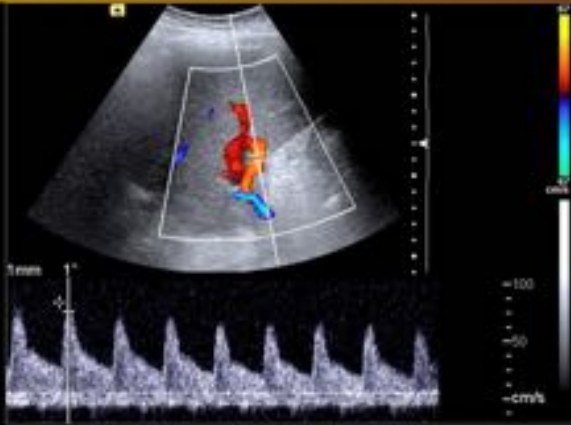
Abordaje intercostal. Doppler color y espectral mostrando la arteria hepática a nivel del hilio.
